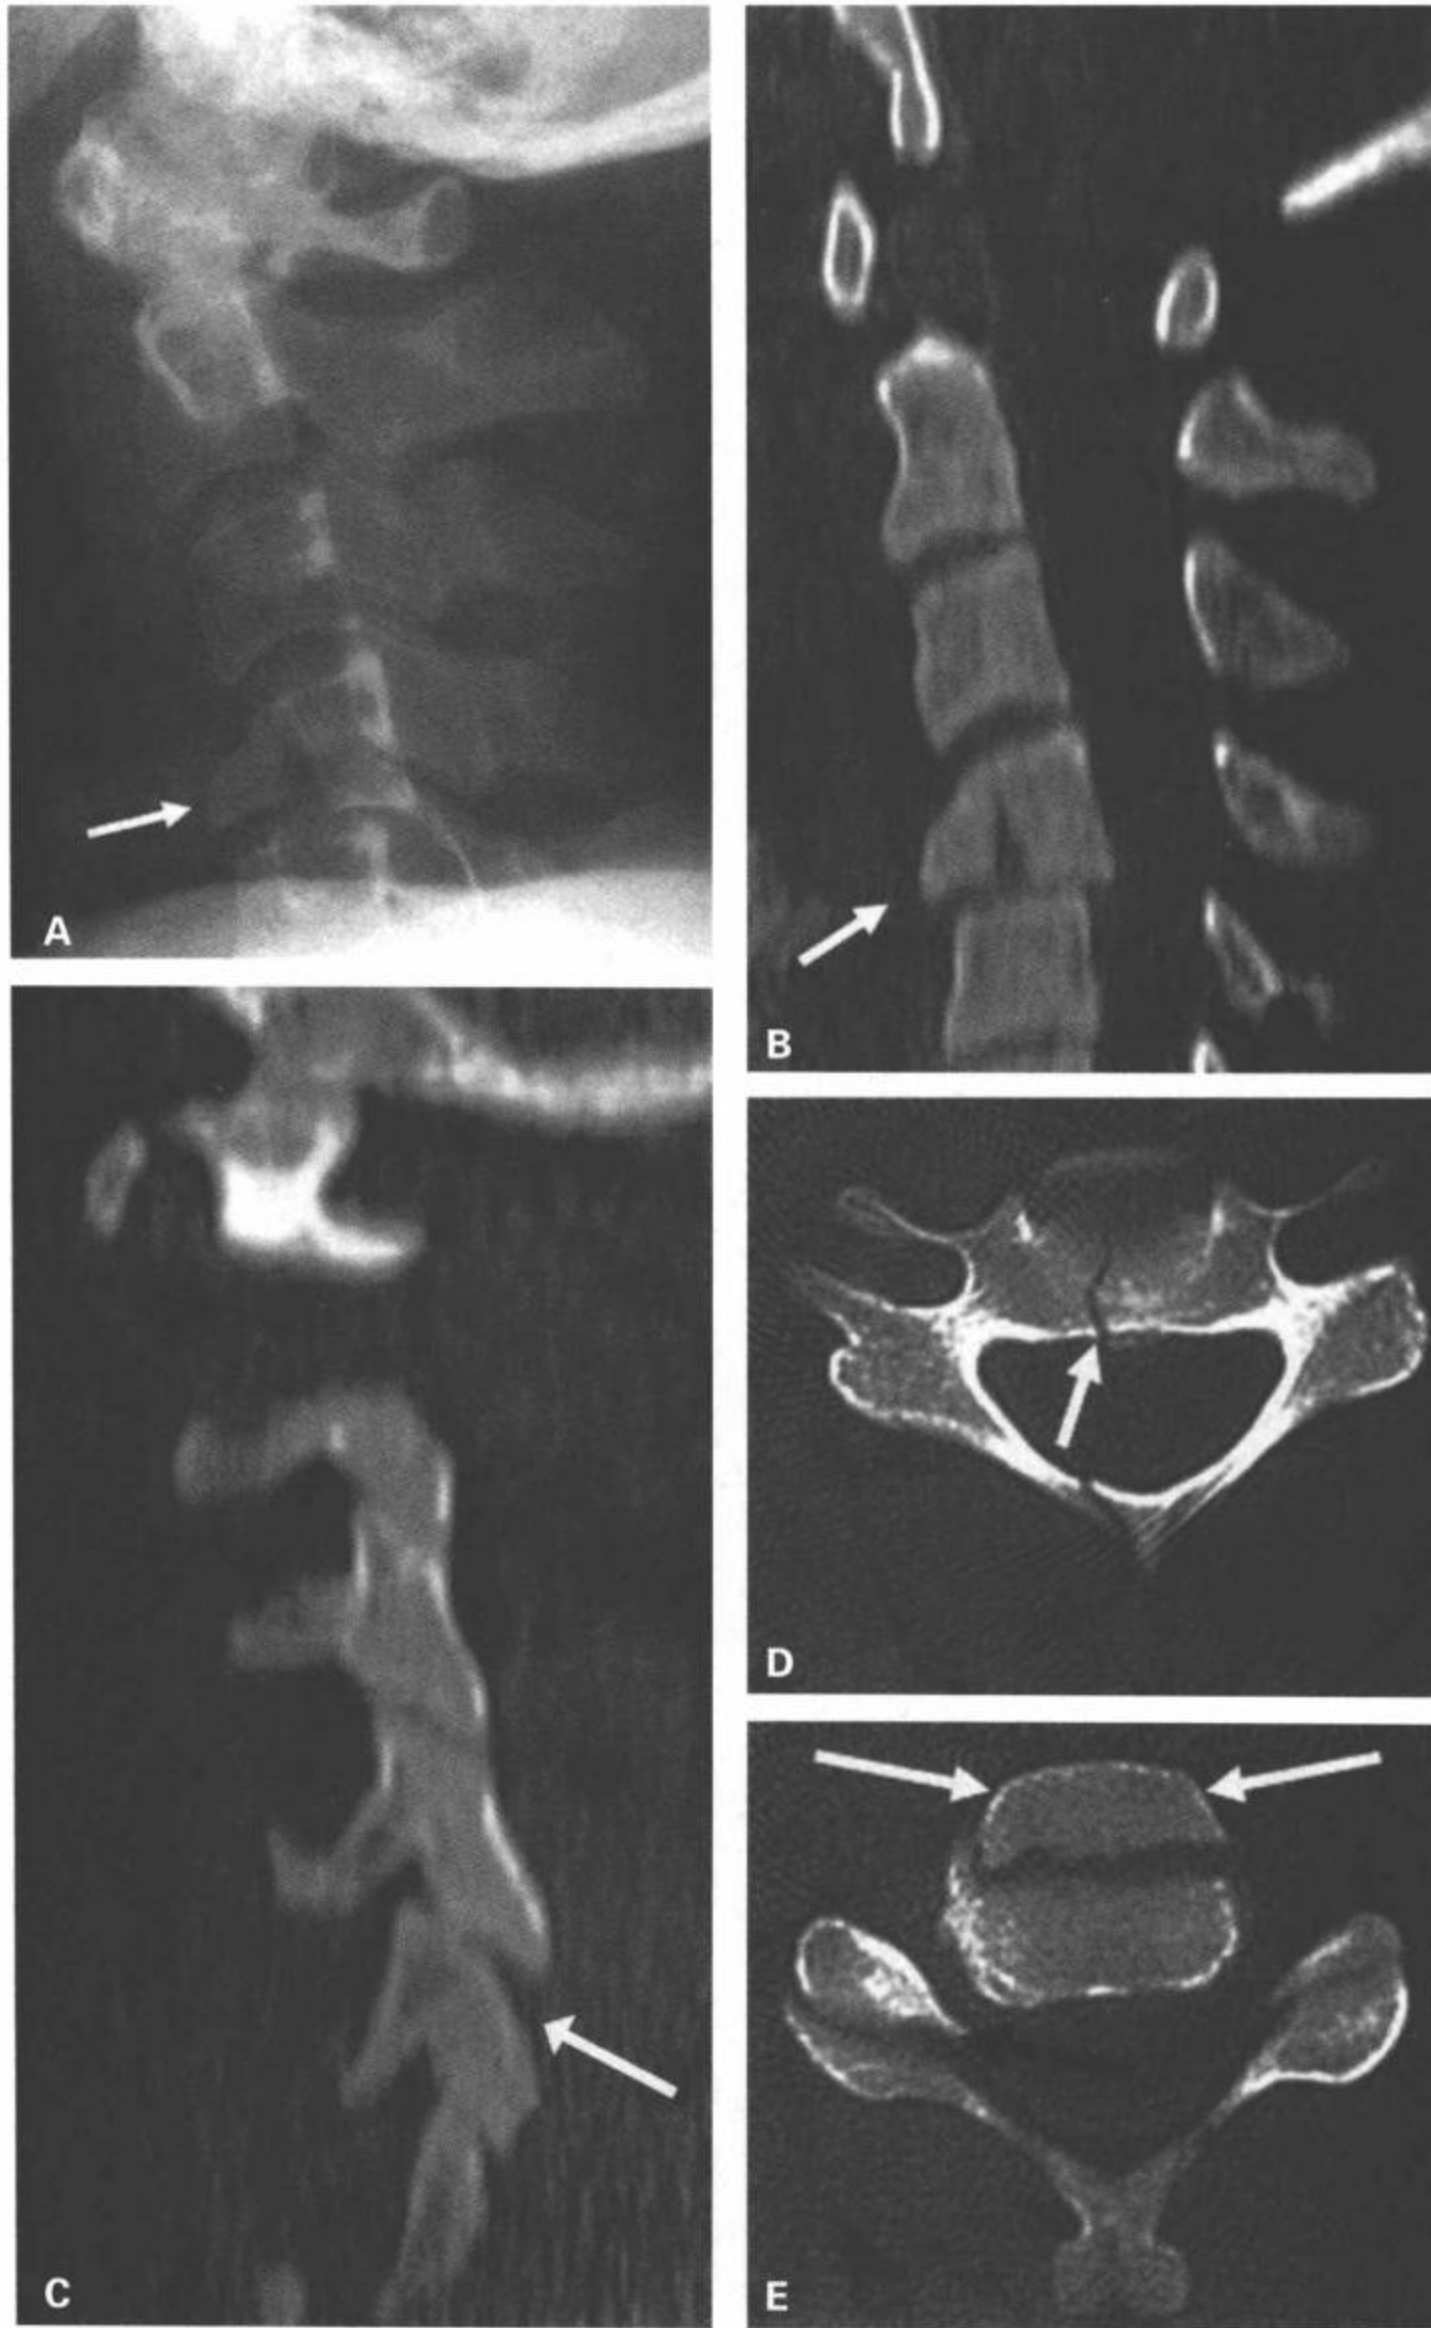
C4 屈曲泪滴样骨折。颈椎侧位片 (A) 和 CT 多平面重组矢状面图像 (B) 显示 C4 椎体前下面前移的三角形骨折碎片 (泪滴) (白箭)。显示 C4/C5 轻微局部后突成角。C: CT 多平面重组右旁矢状面图像显示椎小关节轻度分离 (白箭)。D: 通过 C4 顶部的 CT 横断面图像显示椎体矢状骨折 (白线) 和并发的右侧椎板骨折。E: 通过 C4 下半部的 CT 横断面显示前部的“泪滴”样骨折碎片 (白箭)。显示 C4/C5 右侧椎小关节轻度分离 (黑箭)。
